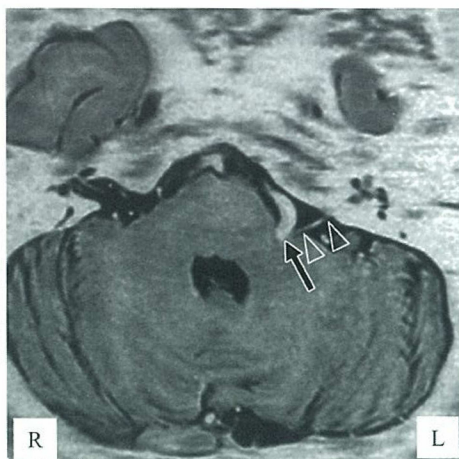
MRI(reverse T2 水平断像)、矢印: 椎骨動脈と後下小脳動脈起始部による顔面神経起始部(REZ)の圧迫。矢頭: 顔面神経。
